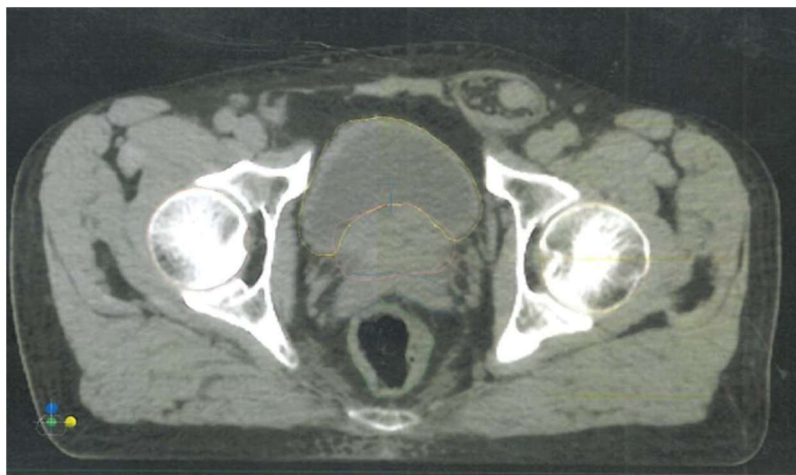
TDM pelvienne montrant CaP localement avancé.
